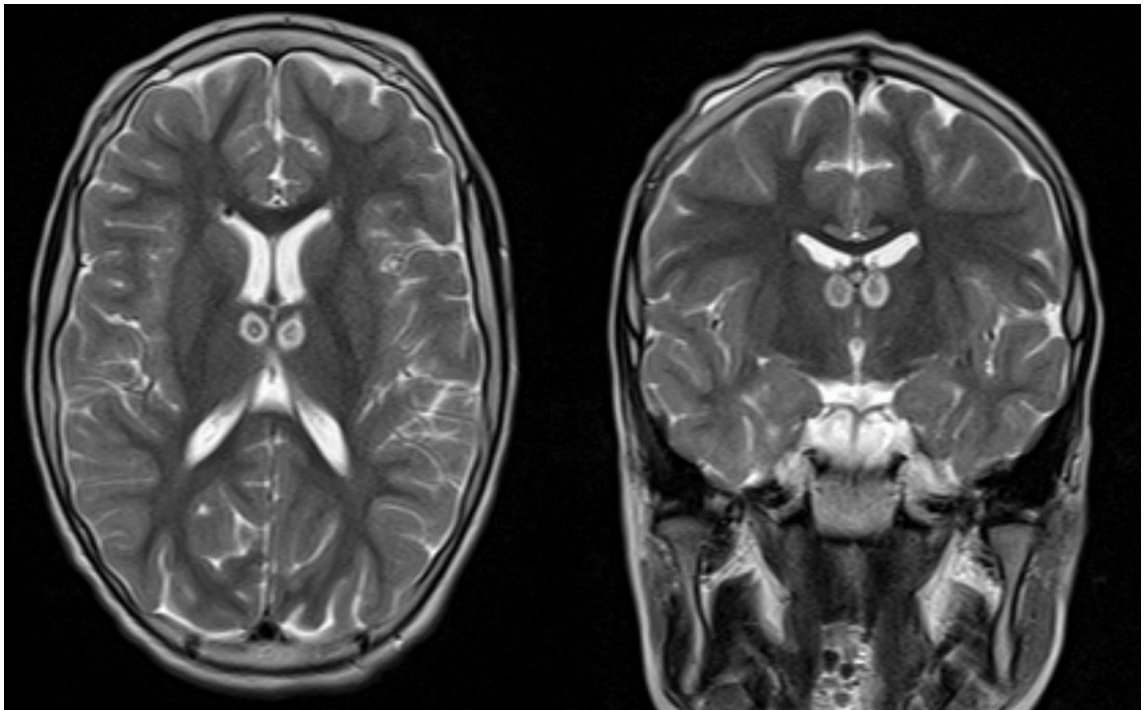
Результаты контрольного МРТ-исследования головного мозга после оперативного вмешательства (T2 ax, cor); визуализируются очаги термодеструкции в запланированных зонах
